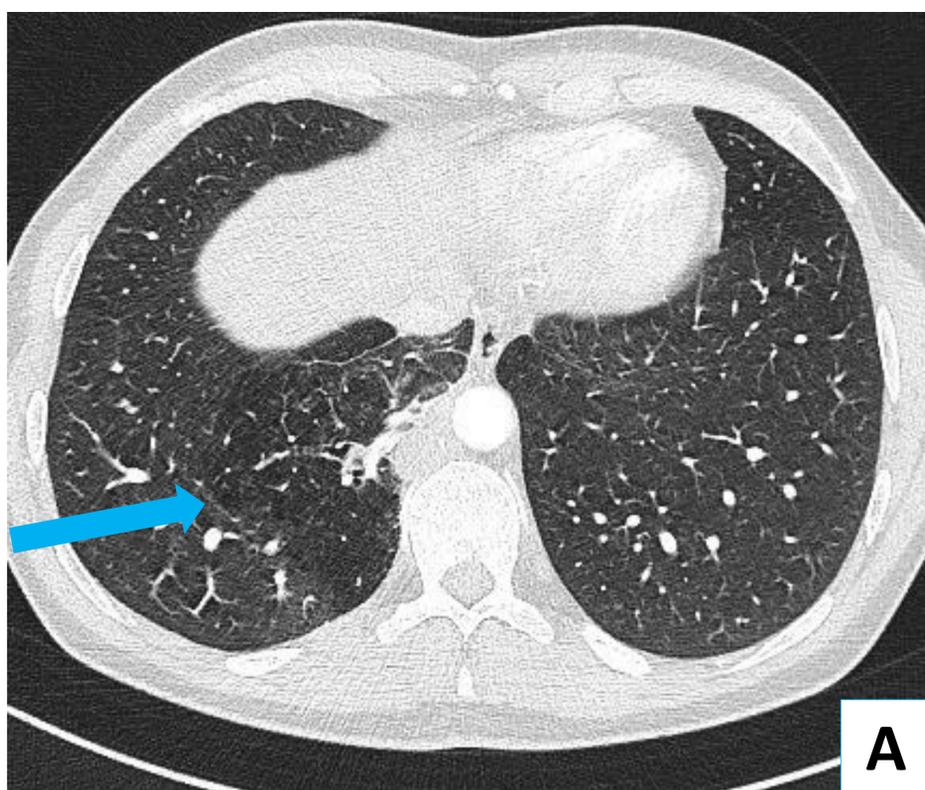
TC de tórax con CIV en ventana de pulmón en planos axial (A) y en ventana de mediastino, reconstrucciones MIP axial (B) y coronal (C). Secuestro pulmonar intralobar en la región basal medial del lóbulo inferior derecho (imagen A, flecha azul) con irrigación arterial mediante dos arterias sistémicas con origen en la cara anterolateral derecha de la aorta descendente (imágenes B y C, círculos azules).
